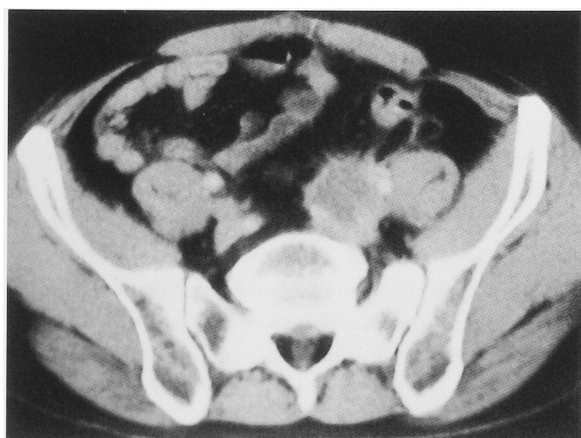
CT scan revealed no evidence of residual tumor progression after 6 months of additional radiation therapy.
